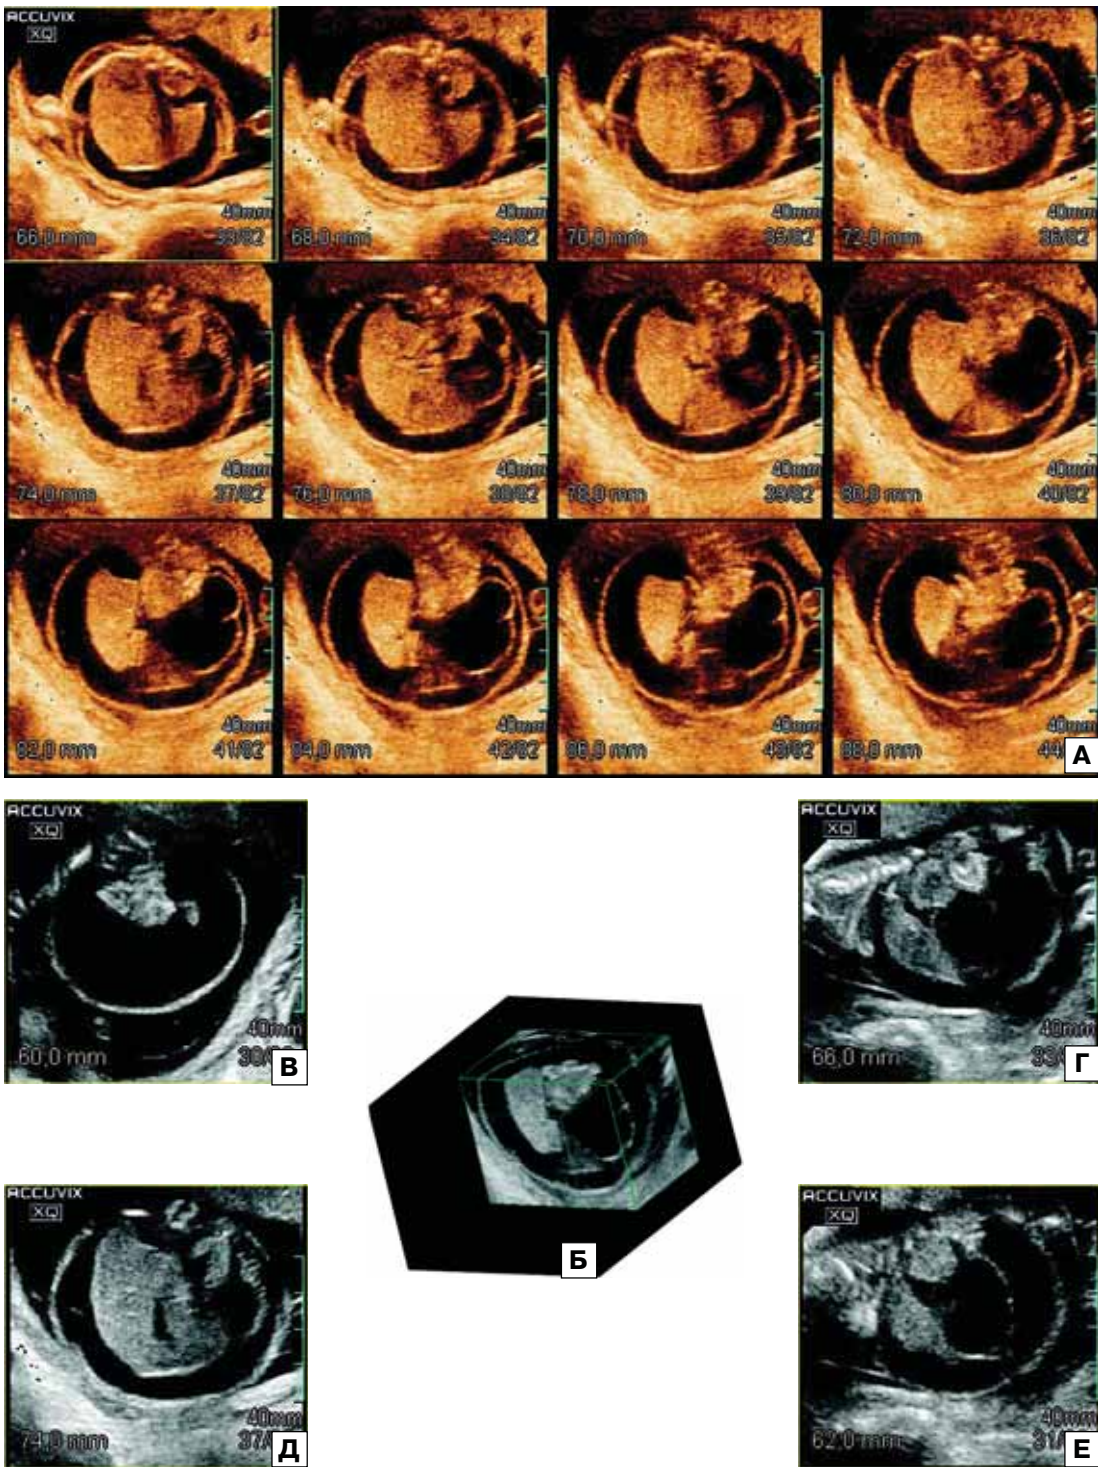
Асцит плода. А – исследование органов брюшной полости плода в режиме Multi Slice с одновременным последовательным построением 12 изображений. Б – исследование и эхограммы разных плоскостей (В–Е), полученные при использовании режима Volume CT.
